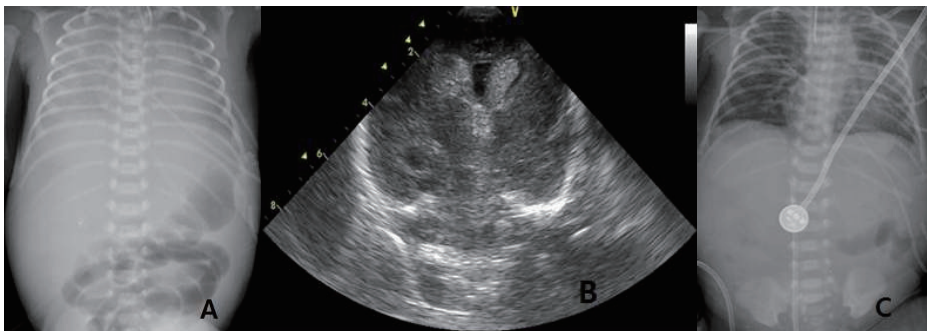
(A) Chest radiography demonstrates a total white-out chest, suggestive of respiratory distress syndrome. (B). The coronal ultrasound of the brain demonstrates the dilated lateral ventricle and hemorrhage foci. (C) Plain film demonstrates diffuse lung haziness and decreased bowel gas.
